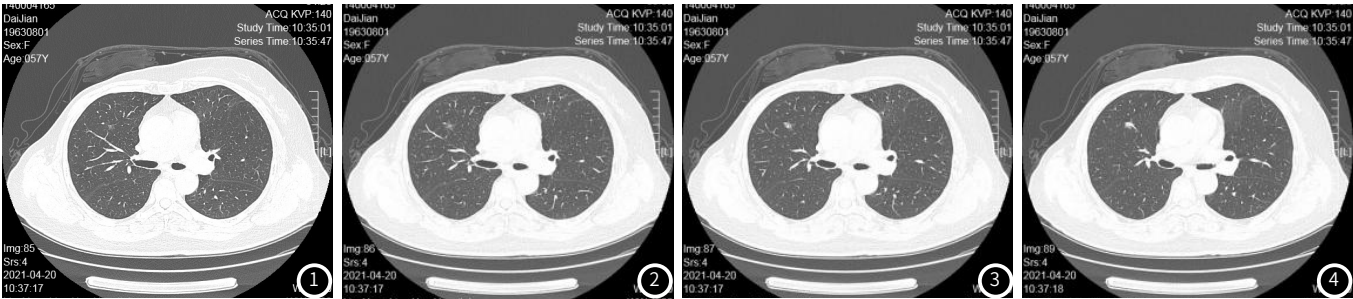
~4 患者女，57岁，乳腺癌术后复查。CT检查可见右侧胸壁局部软组织缺如，呈术后改变，右肺前段可见一混杂高密度结节，边界模糊，转移待排。
